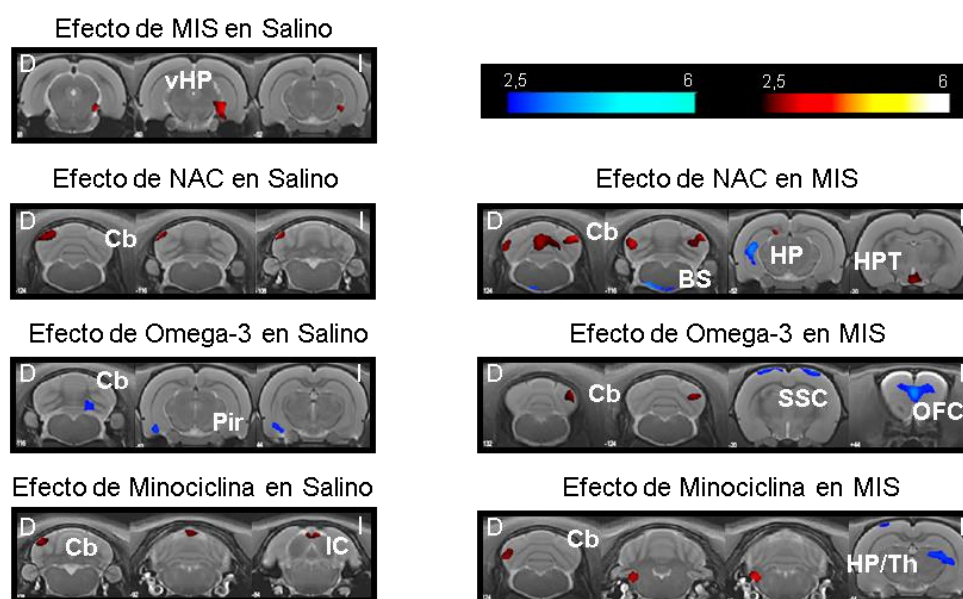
Alteraciones en la morfometría de la sustancia gris causadas por el tratamiento preventivo con NAC, OM3 o MIN (Salino-VH 11, Salino-NAC 12, Salino-Omega 12, Salino-Min 12, MIS-VH 13, MIS-NAC 14, MIS-Omega 14, MIS-Min 14). Los resultados de VBM se muestran como un mapa de T probabilístico representado sobre una imagen de resonancia magnética donde los colores cálidos indican un aumento de la densidad de la sustancia gris y los colores fríos indican una disminución de la misma. Las barras de colores muestran los valores de T. Abreviaturas: BS: tronco cerebral, Cb: cerebelo, D: derecha, HP: hipocampo, HPT: hipotálamo, I: izquierda, IC: colículo inferior, OFC: corteza orbitofrontal, Pir: corteza piriforme, SSC: corteza somatosensorial, Th: tálamo, vHP: hipocampo ventral.
